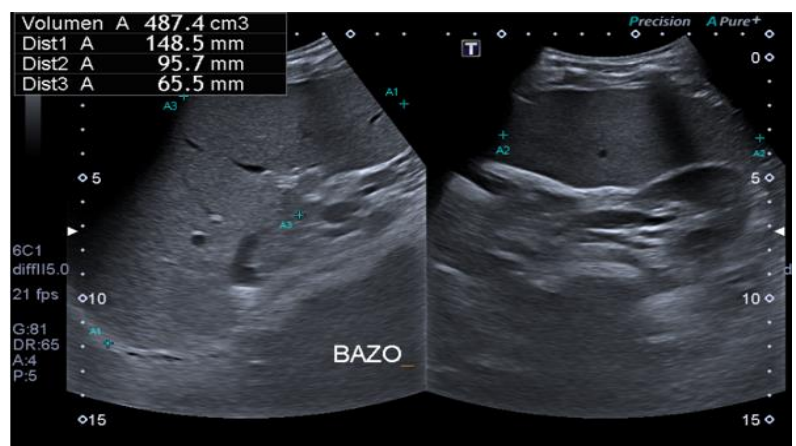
Ecografía de Bazo
